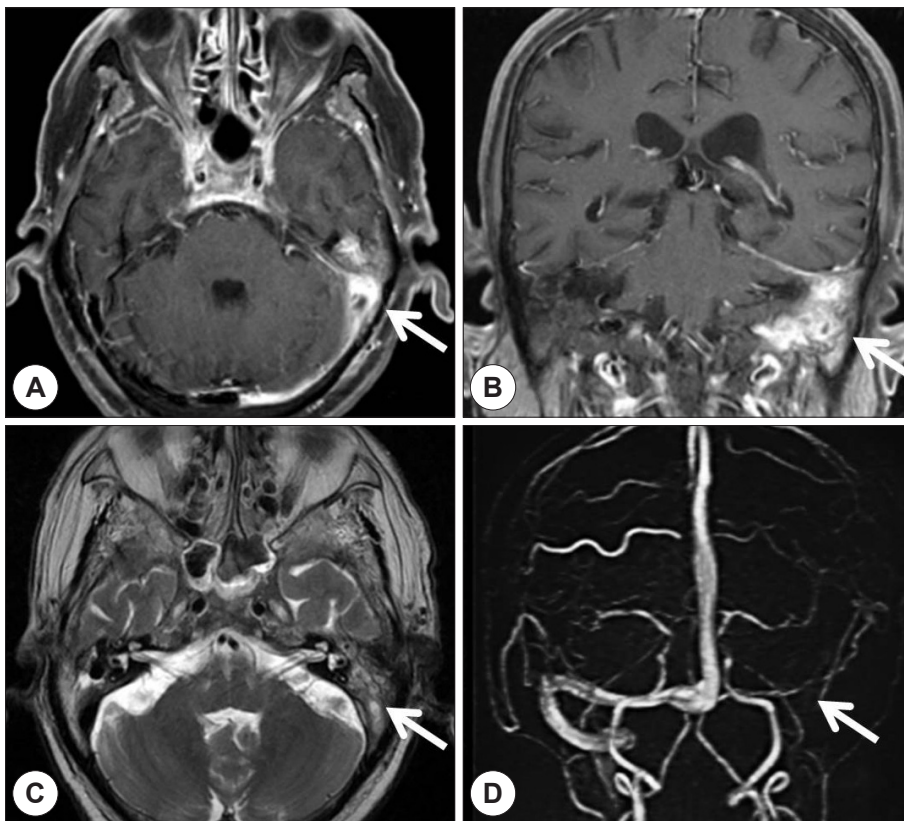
Brain images of MRI enhanced (A, B, C) and MR angiography (D). Axial and Coronal views show increased signal intensity in the left transverse sinus with sigmoid sinus (arrow, A) and adjacent temporo-occipital dura and tentorium indicating left lateral sinus thrombosis (arrow, B). Multiple intensities were noted in the left mastoid bone, implying left otitis media (arrow, C). Left transverse sinus, sigmoid sinus and internal jugular vein were not visualized in the venous phase of the coronal view (arrow, D).
